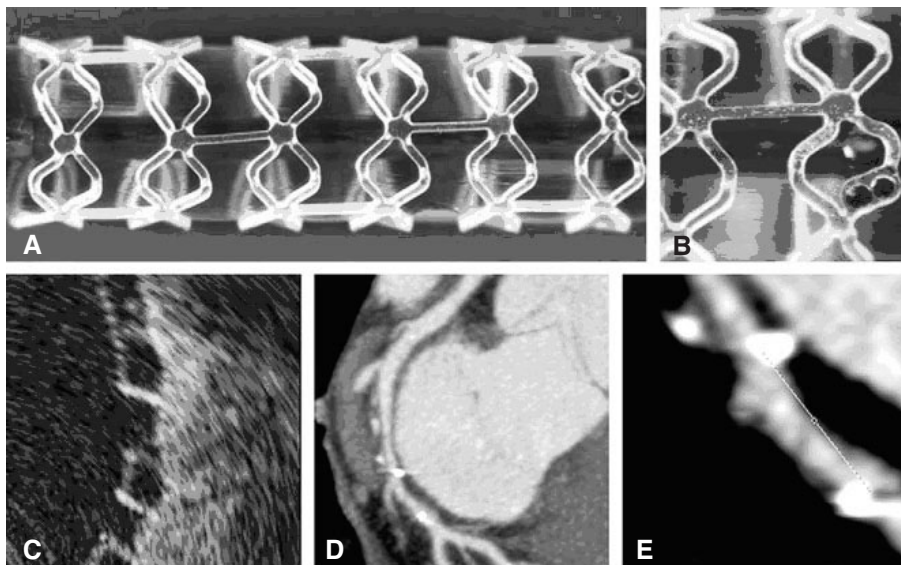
Lo stent BVS totalmente bioassorbibile medicato con everolimus. (A) Panoramica dello stent. (B) Immagine ingrandita dello stent. (C) Gli struts dello stent come appaiono all'analisi di tomografia a coerenza ottica (OCT) hanno un aspetto cosiddetto "a scatola nera". Lo spessore degli struts dello stent è di  $150\ \mu\text{m}$ . (D ed E) All'esame TAC Multislice vengono evidenziate solo le parti estreme dello stent; mentre la struttura è poco visibile poiché gli struts non sono molto radio-opachi. I marcatori radio opachi posti all'estremità dello stent appaiono molto più grandi di quello che realmente sono a causa di un cosiddetto effetto "a fioritura" legato agli oggetti radio opachi che vengono analizzati alla TAC Multislice (Modificata da J. A. Ormiston<sup>35</sup>).
